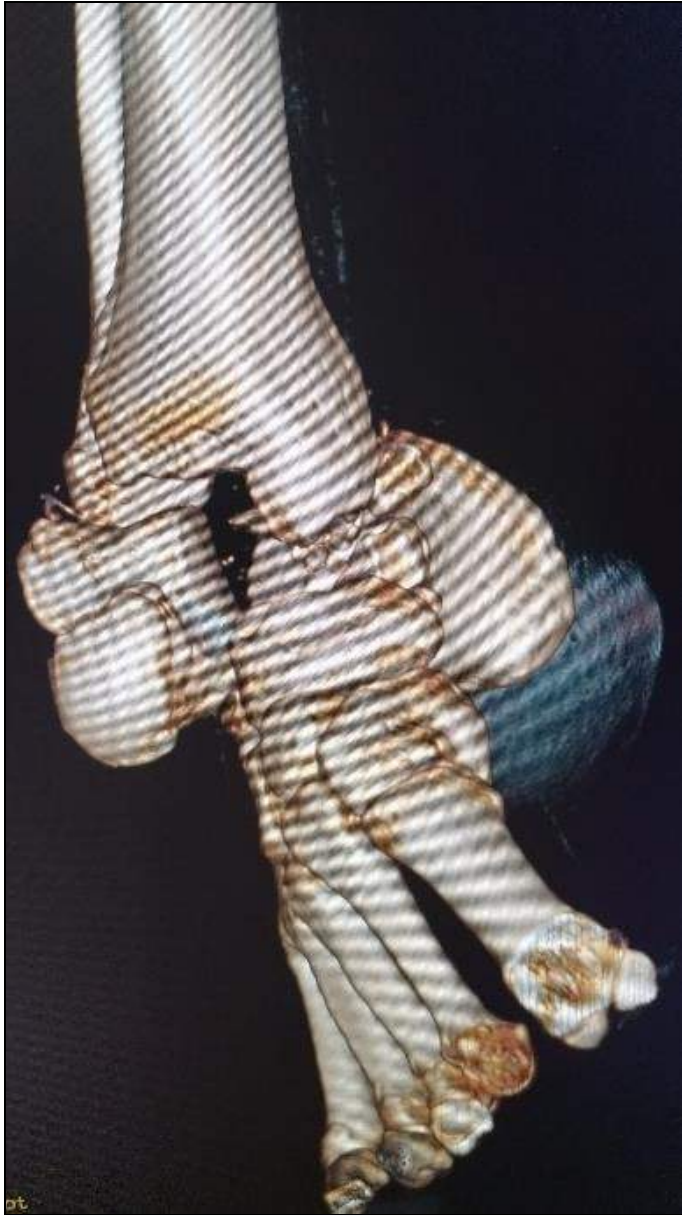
б. Фотовідбиток 3D моделі КТ: переломовивих надп'яркової кістки правої стопи.
